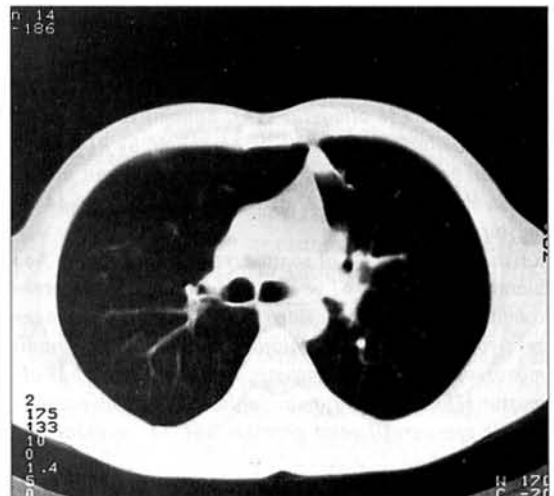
Tedaviden önceki toraks tomografisi
